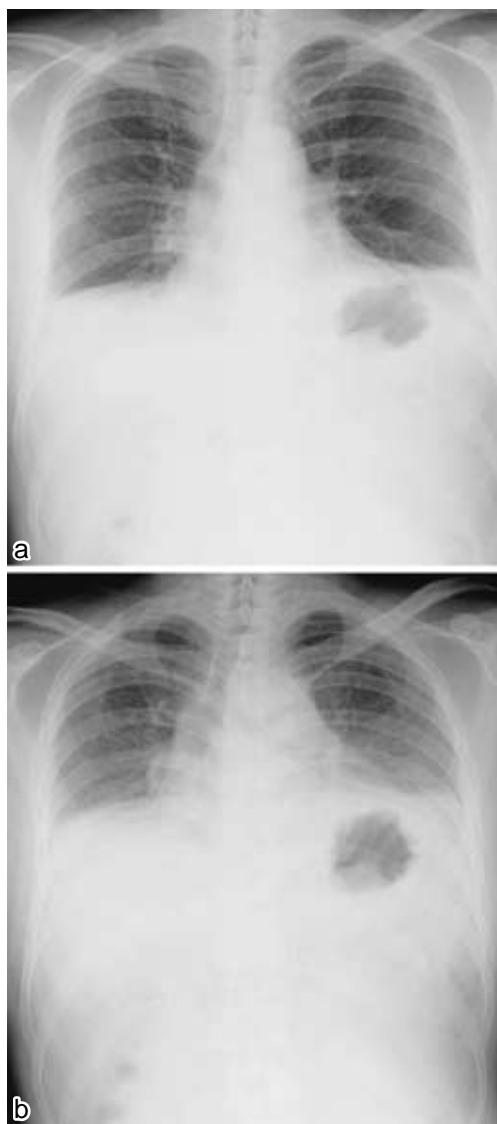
Chest X-ray appearances showing elevation of both hemidiaphragms and linear atelectasis at the lung basis. a Maximal inspiration. b Maximal expiration.
